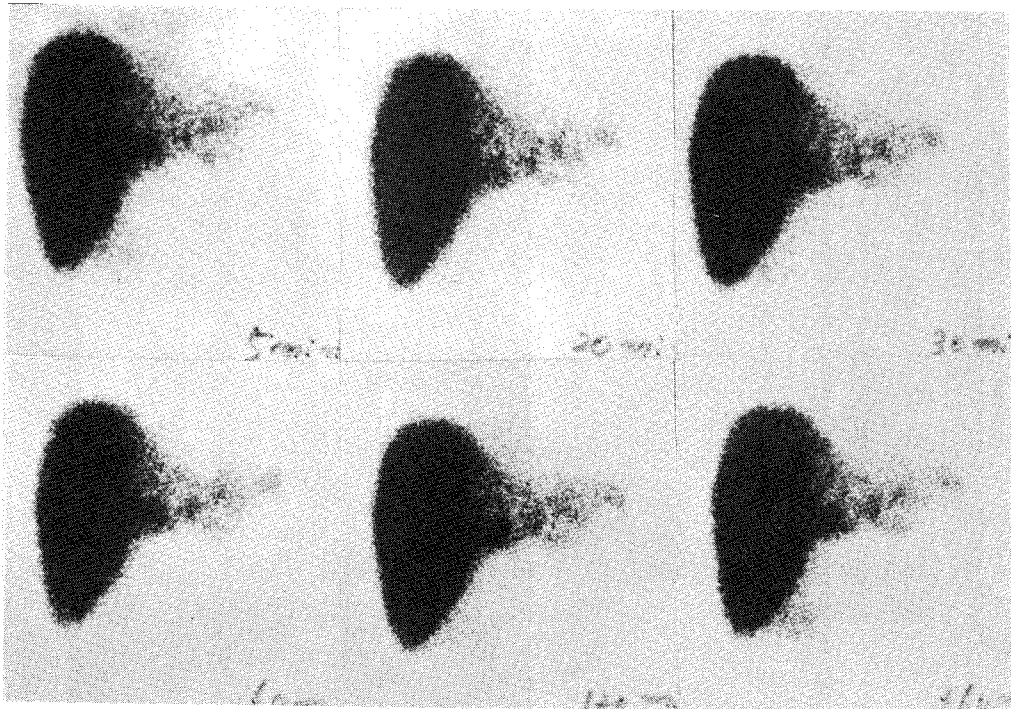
47 years old male, Cholangiocarcinoma. ^{99m}Tc -DISIDA hepatobiliary scintigraphy show nonvisualization of biliary excretion till 360min, asymmetrical enlargement of the right lobe of the liver and irregular uptake pattern of the left lobe of the liver.
